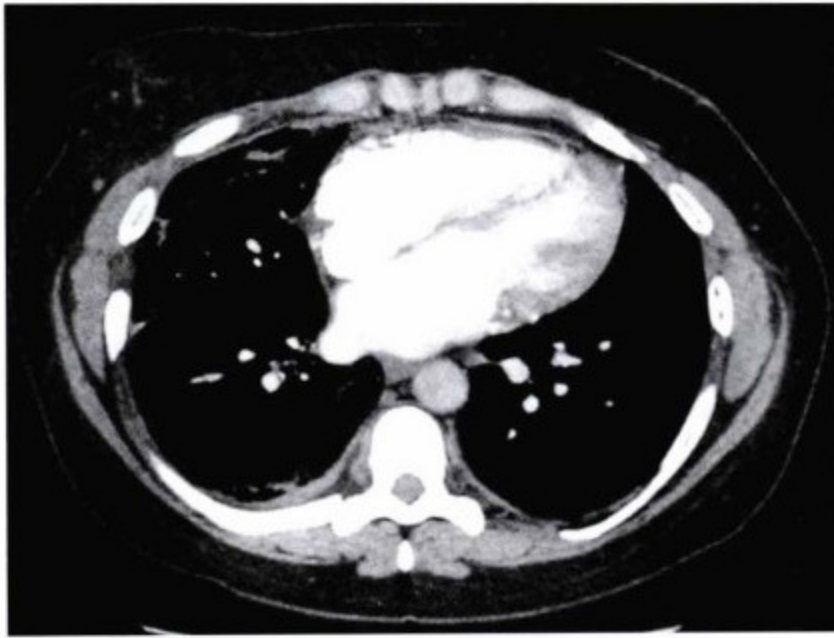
此例经手术证实为心包缩窄,心包切除术后临床症状得到明显缓解。增强CT扫描显示壁层心包厚度在正常范围( $\leq 2\text{mm}$ )。术中观察到心包仅轻度增厚,但触感明显僵硬。
